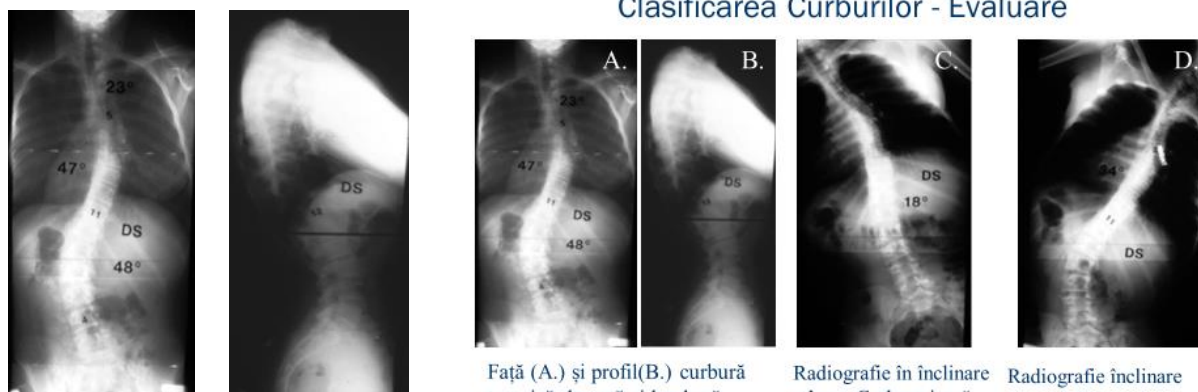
Fig Nr.12 Cifoscolioză idiopatică a adolescenților. Radiografie în ortostatism de față A. și B. de profil – pentru măsurători
